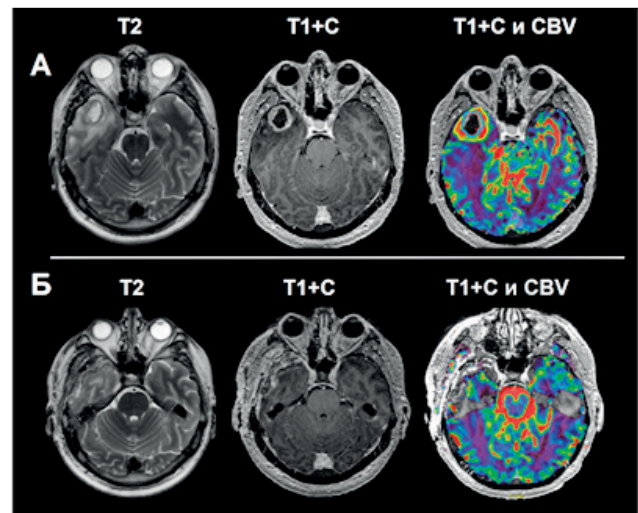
А. Предоперационное планирование объёма резекции у пациента К. 38 лет с глиобlastомой правой височной доли с учётом сопоставления постконтрастной серии T1, показателя CBV, полученного при DSC-T2\* перфузии и T2. Опухоль имеет в своём составе 2 порции: контрастнакапливающую (голубая линия) и контраст-негативную с высокими значениями опухолевого кровотока (жёлтая линия). Б. Послеоперационный МРТ контроль в первые 24 часа после операции, постконтрастная серия T1, показатель CBV, полученный при DSC-T2\* перфузии и T2. МРТ данные свидетельствуют о резекции контрастнакапливающего компонента и компонента с высокими значениями CBV ненакапливающего контрастное вещество, в T2 визуализируется слабовыраженная зона перифокального отёка-инфильтрации
